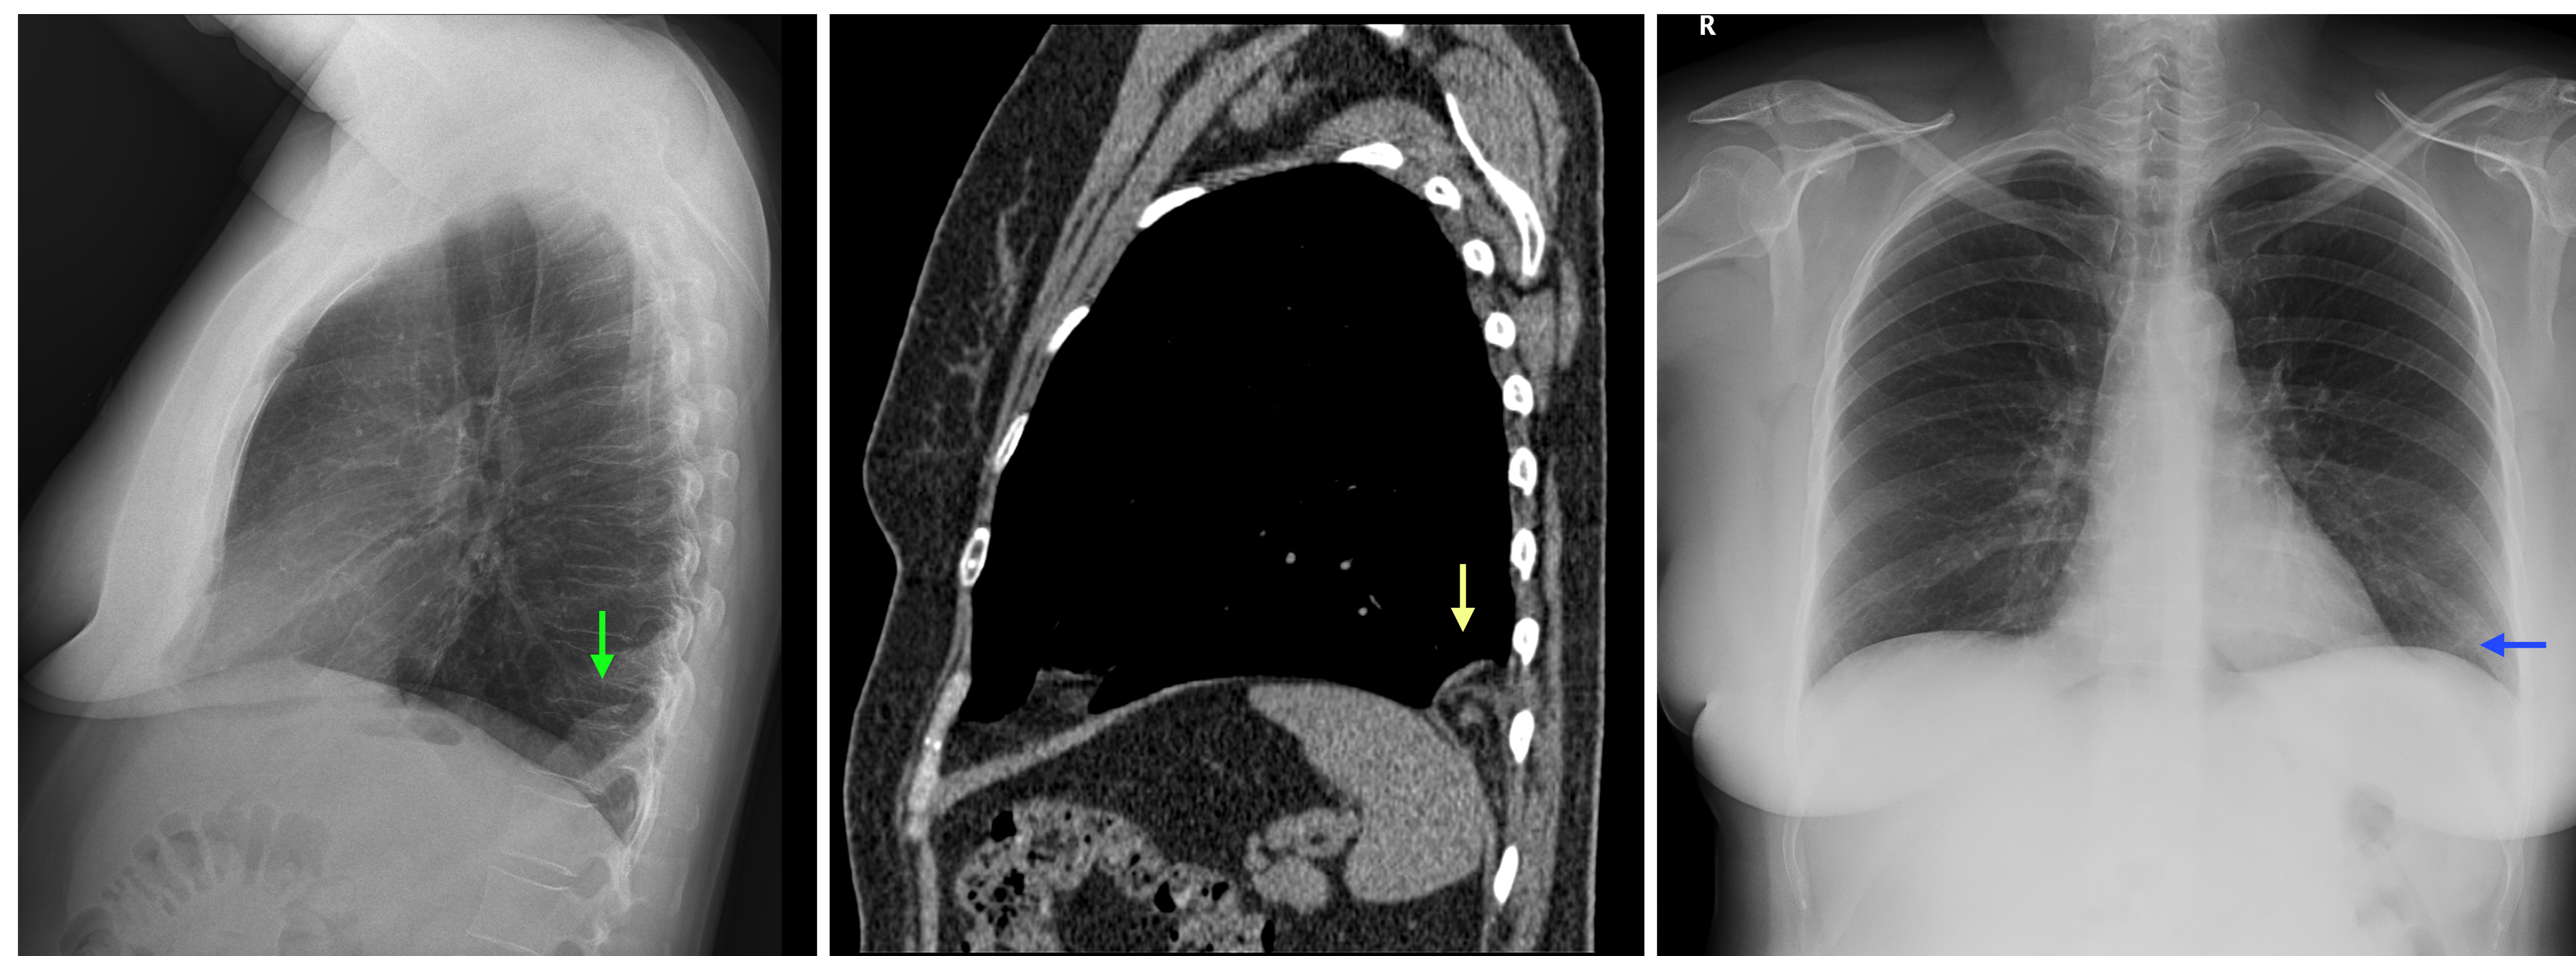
Imagen de densidad grasa que ocupa el seno costofrénico posterior izquierdo (flecha verde), difícilmente visualizada en la proyección PA (flecha azul), que sugiere posible hernia de Bochdalek. Se confirma diagnóstico mediante TC (flecha amarilla) con la presencia de saco herniario con grasa peritoneal en su interior.
